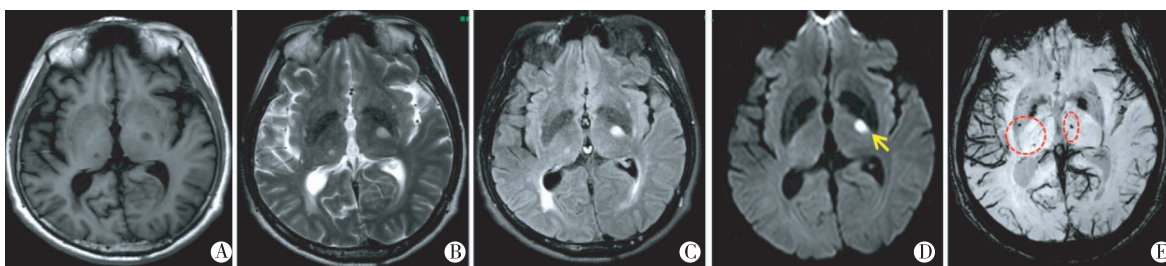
A 型 CMB: A:T1WI;B:T2WI;C:FLAIR;D:DWI;E:SWI;左侧基底节区急性腔梗(黄箭),可见双侧基底节区急性梗死病灶外的多发点状小圆形低信号,边界清晰,为隐匿性 CMBs(红圈)。患者有高血压史。
